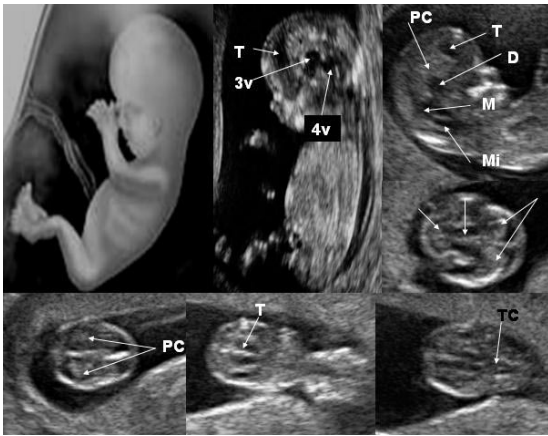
Imágenes de feto a las 12 semanas de amenorrea: La calota se comienza a osificar y en el cráneo fetal es posible identificar los plexos coroides (PC) el telencéfalo (T), el tálamo (T) imagen inferior central, el tercer ventrículo (3v), Cuarto ventrículo (4v), Metencéfalo (M), Mielencéfalo (Mi) y tallo cerebral (TC).
